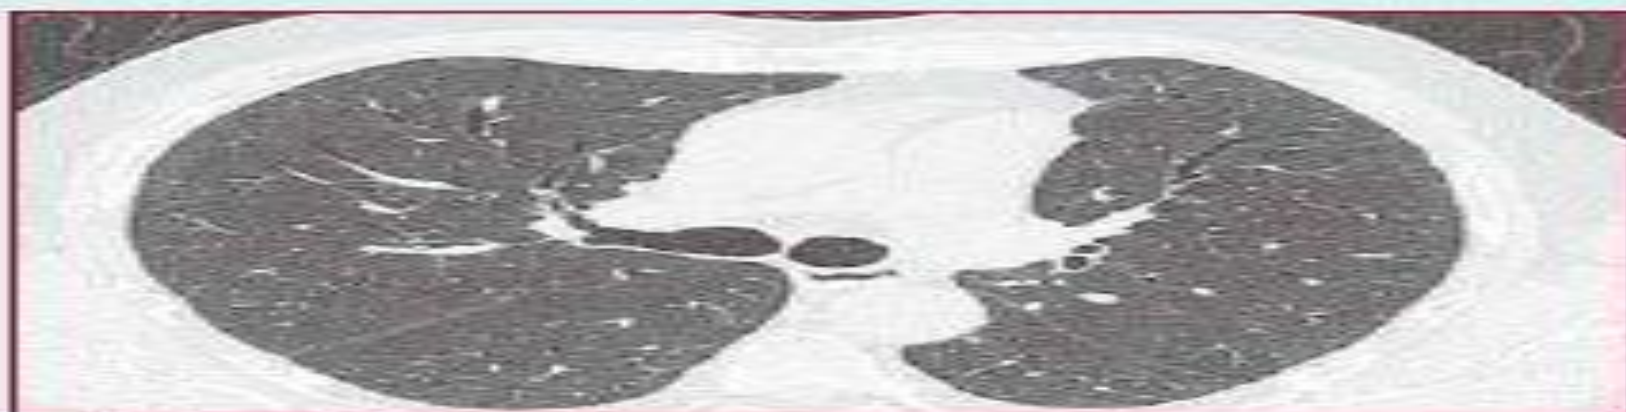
Изображение, полученное при КТ легких того же пациента через год после снимка, представленного на рисунке 1
